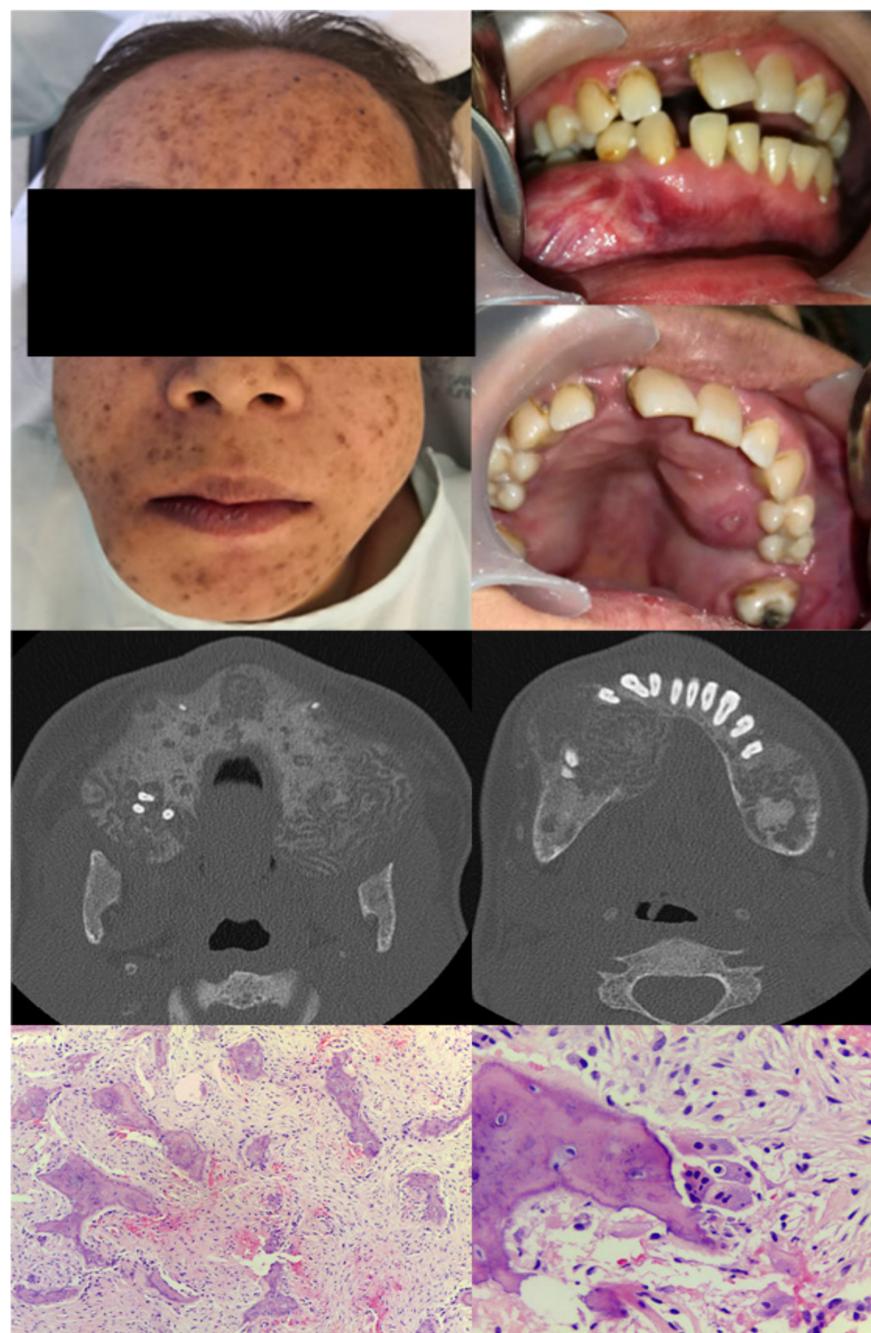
A. Asimetría facial con manchas hipercrómicas en los tres tercios faciales. B-C. Presenta expansión de corticales óseas y malposición dental. D-E. TC de cara simple, evidencia lesiones expansivas, trabeculares de patrón mixto en ambos maxilares. F-G. Tejido fibroso con trabéculas óseas irregulares en patrón aleatorio, con presencia de células gigantes dispersas tipo osteoclastos (*), sin evidencia de hemosiderina con evidente componente hemorrágico sin epitelio. No se identifican rebordes prominentes de osteoblastos (tinción con hematoxilina eosina, magnificación F (20X), G (40X)).
